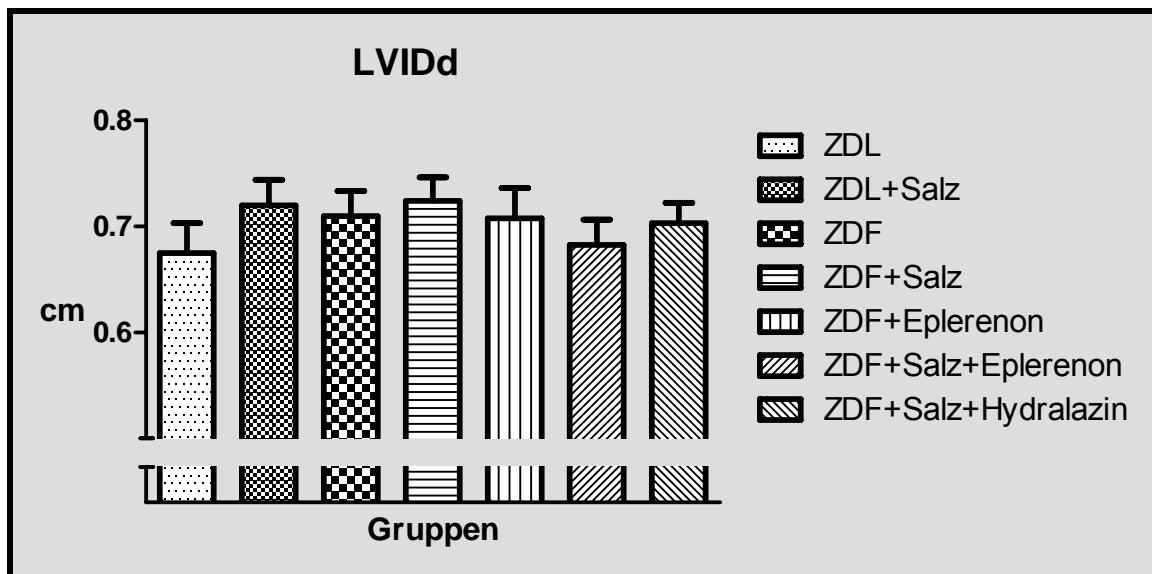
Echokardiographisch ermittelter LVIDd in cm; ANOVA p=0,7592
